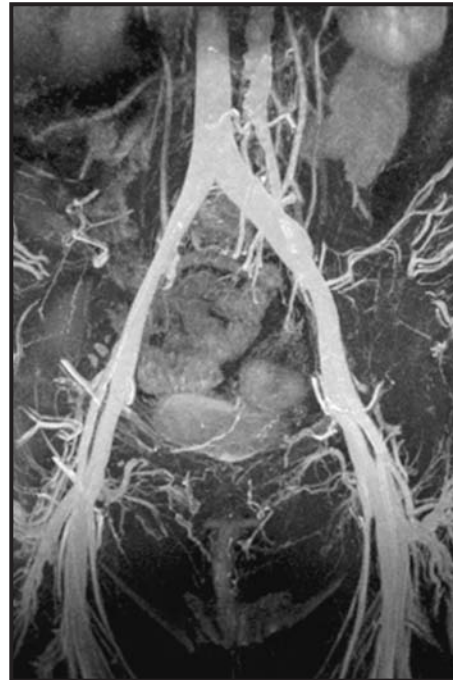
RM venosa de alta resolución. Imagen MIP 3D de alta resolución en supresión grasa adquirida a los 5 minutos y 32 s de la inyección de contraste que demuestra el marcado contraste del sistema venoso ilíaco.
